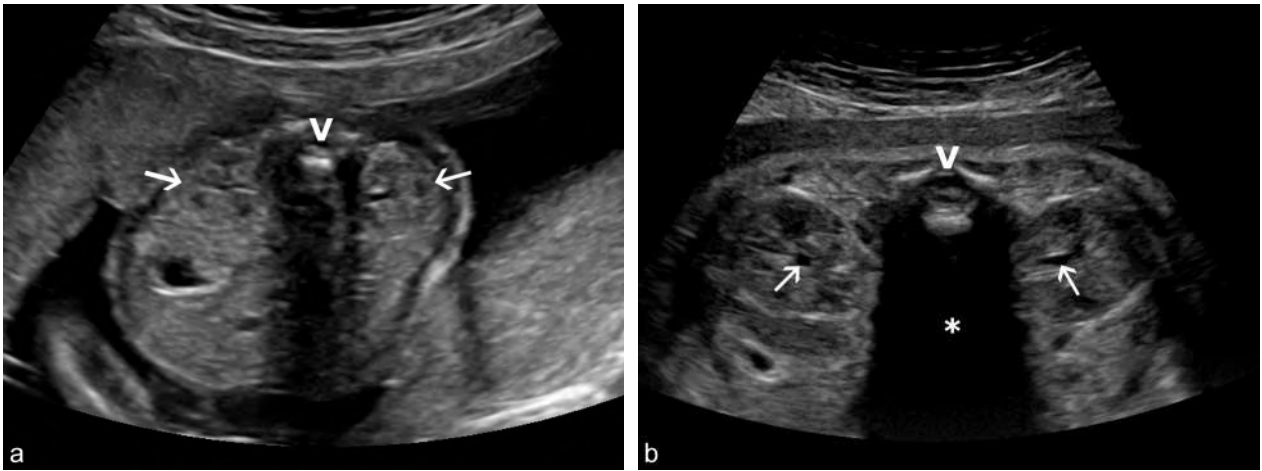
Reins, coupes transversales. a. 22 SA. De part et d'autre d'une vertèbre (V), les reins commencent à s'individualiser (→) avec des bassinets à la limite de la visibilité en région centrale et interne. L'échogénéité du parenchyme rénal est habituelle permettant de parler de bonne différenciation cortico-médullaire pour l'âge de la grossesse. b. 34 SA. Les reins sont vus de part et d'autre d'une vertèbre lombaire (V). Il existe une bonne différenciation cortico-médullaire et les bassinets sont visibles sous la forme de petites plages anéchogènes (→). Noter le très large cône d'ombre (*) lié à la forte absorption des ultrasons par la vertèbre lombaire.
